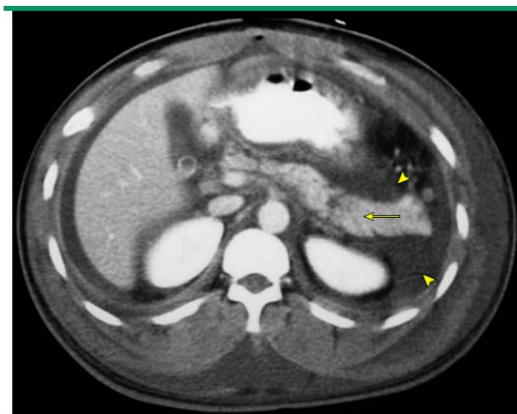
TAC de Pancreatitis Intersticial Con Colección Peripancreática
